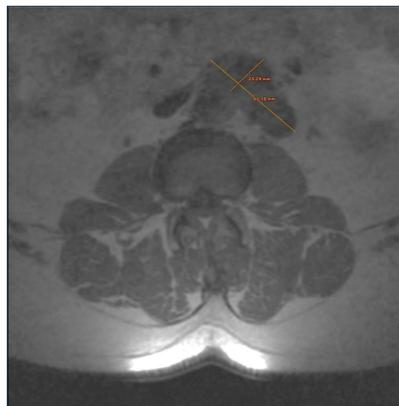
RMN lumbar de Oct/13
